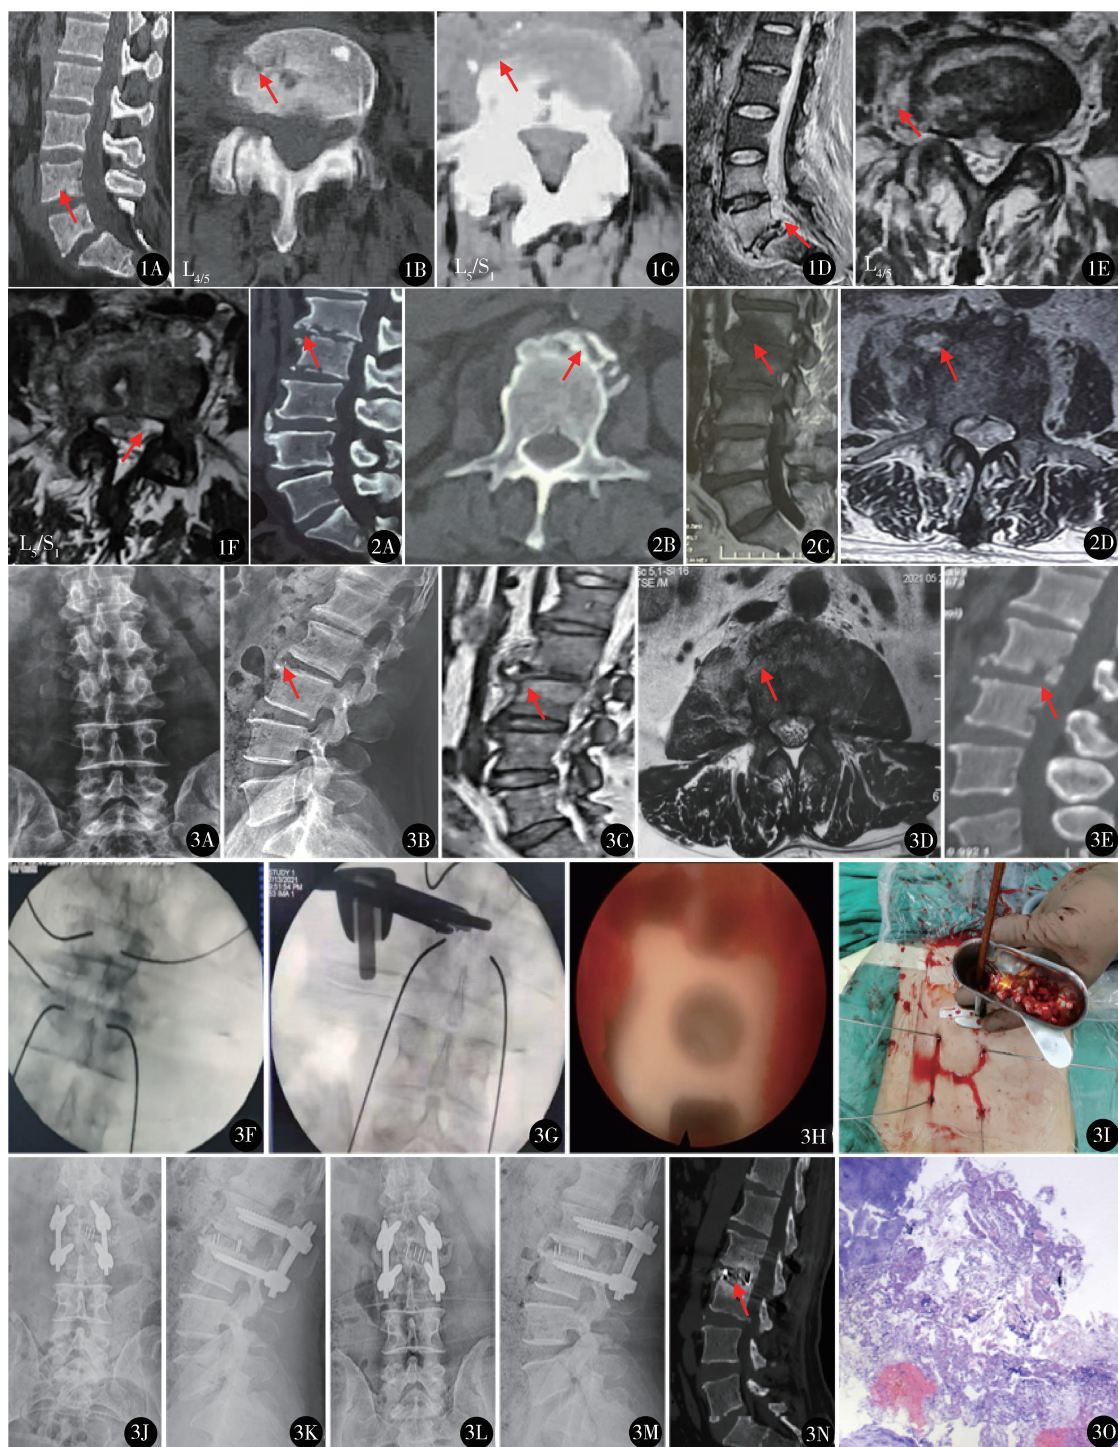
A. CT 三维重建示 $L_{4/5}$ 、 L_5/S_1 终板间有小溶骨性破坏; B, C. CT 示椎体前缘、椎体有溶骨性破坏; D. MRI 矢状位 T2 抑脂像, 显示 $L_{4/5}$ 、 L_5/S_1 椎间、椎体炎性信号, 椎管内少量脓肿; E, F. MRI 轴位示 $L_{4/5}$ 、 L_5/S_1 椎旁、椎管内局限性脓肿
